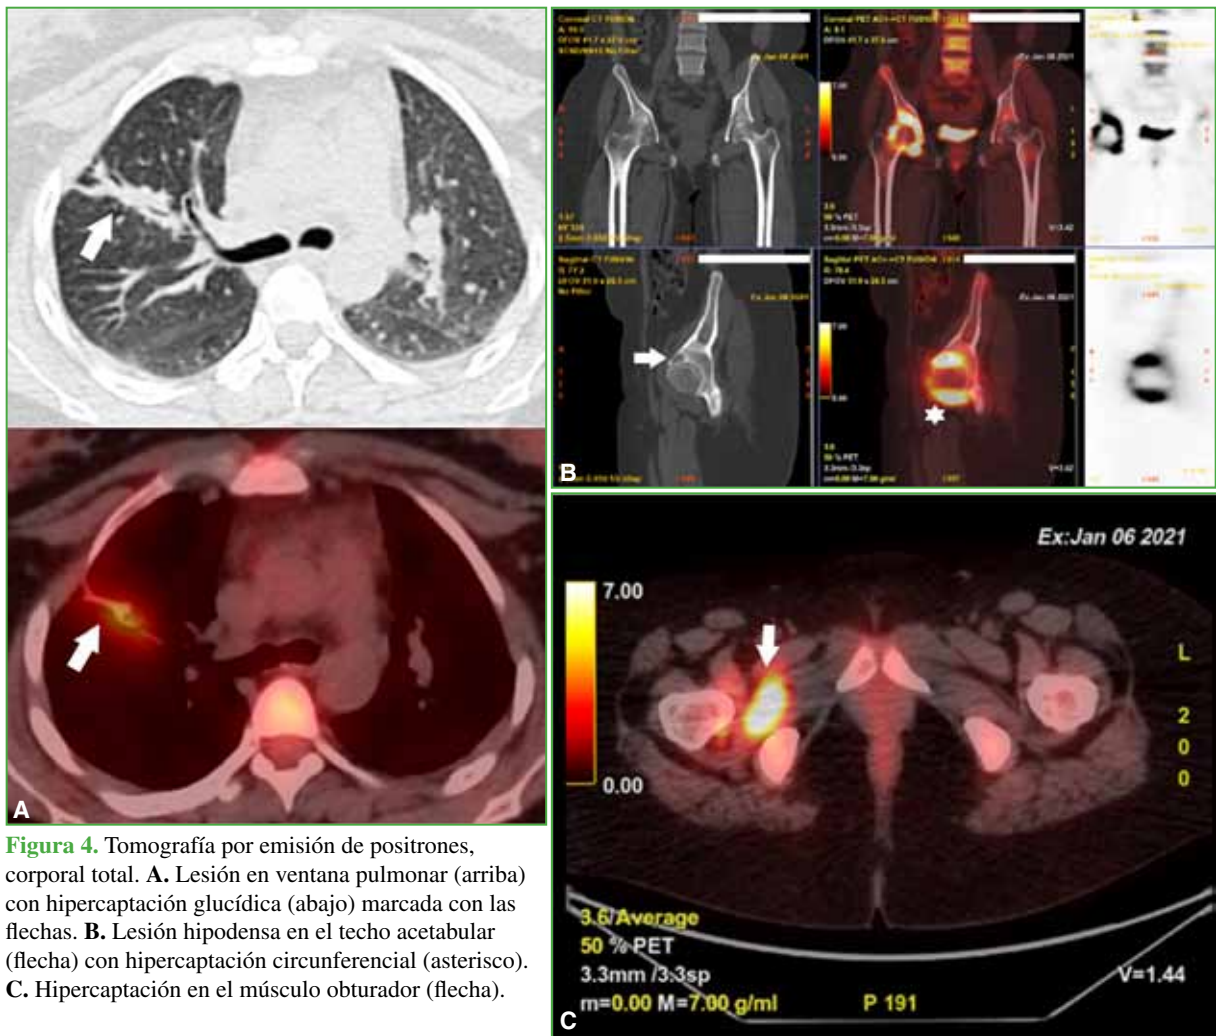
Tomografía por emisión de positrones, corporal total. A. Lesión en ventana pulmonar (arriba) con hipercaptación glucídica (abajo) marcada con las flechas. B. Lesión hipodensa en el techo acetabular (flecha) con hipercaptación circunferencial (asterisco). C. Hipercaptación en el músculo obturador (flecha).
